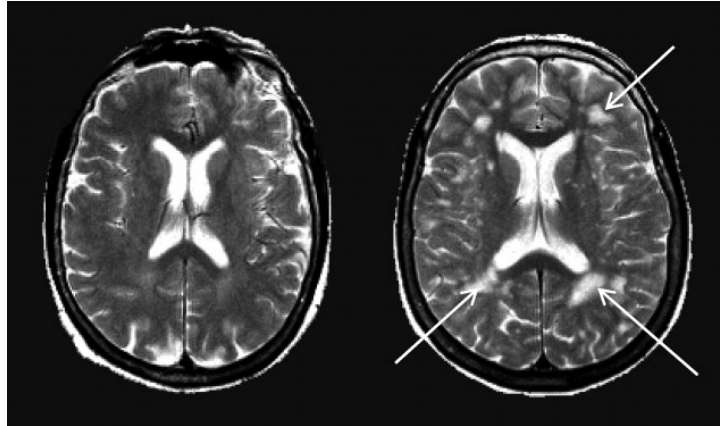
Examens cérébraux par IRM de deux personnes participant à l'étude EVA. (35)
